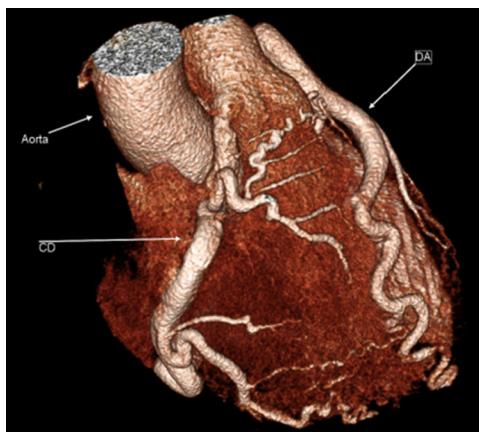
TC con reconstrucción 3D en la que se observa el origen anómalo de la arteria coronaria derecha.
